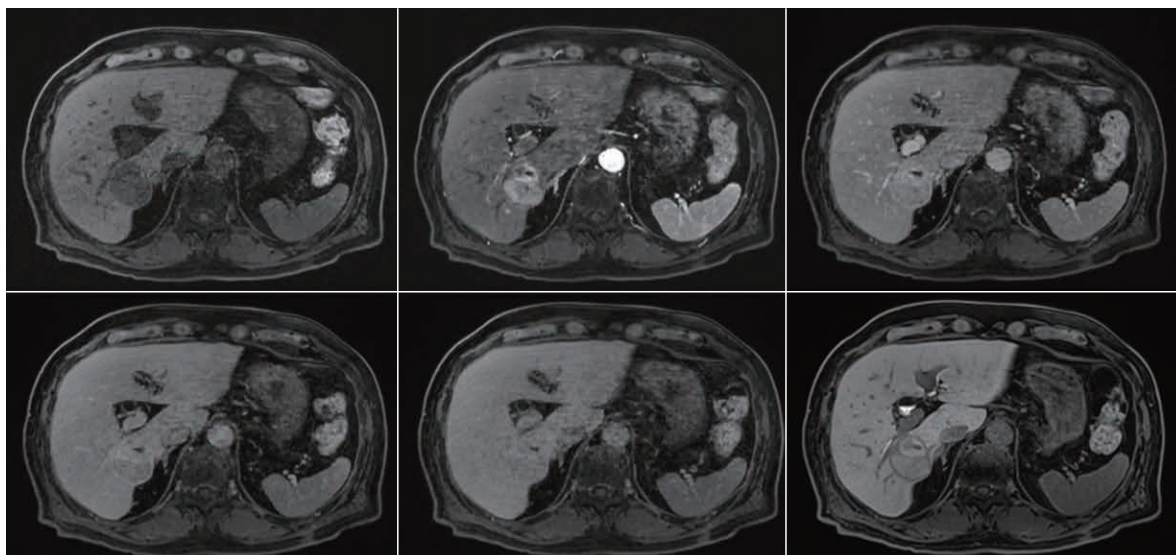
早期肝細胞癌が疑われた1例 (S6 16mm, 上段:超音波, 中, 下段:EOB-MRI)
